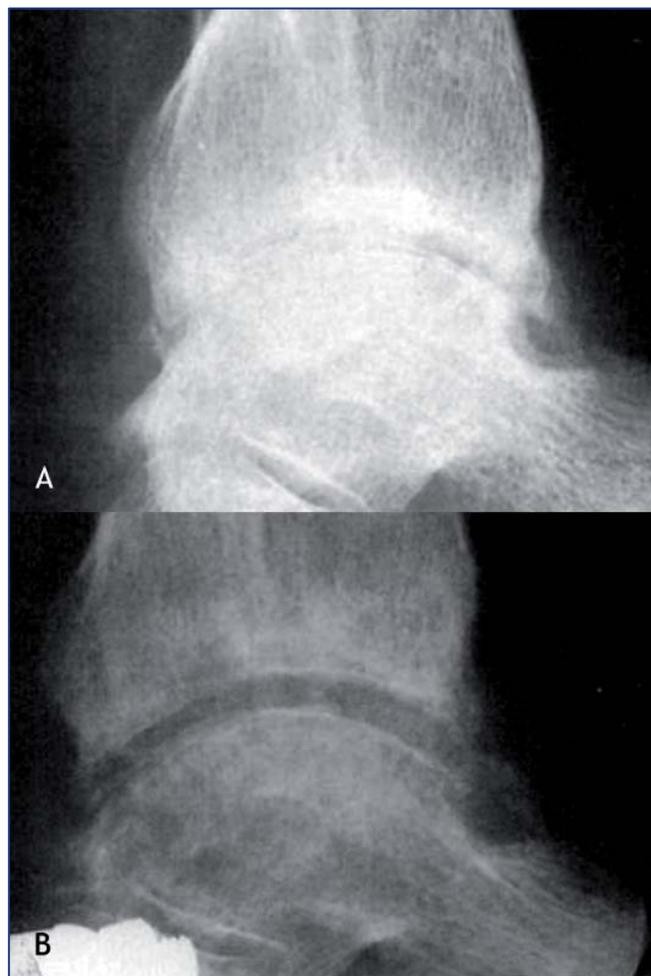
Artrolisis artroscópica en paciente joven con artropatía postraumática. Radiografía preoperatoria y postoperatoria
